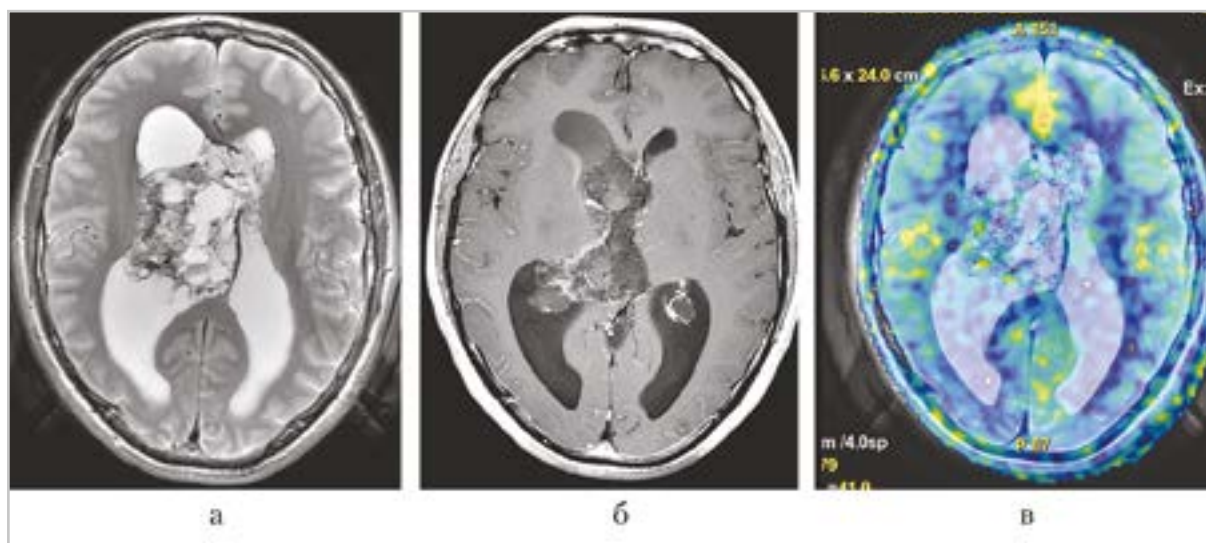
МР-томограммы крупной центральной нейроцитомы прозрачной перегородки с распространением в боковые и 3-й желудочки: *а* — изображение T2; *б* — изображение T1 после контрастного усиления; *в* — совмещенное изображение T2 и цветной карты BF
